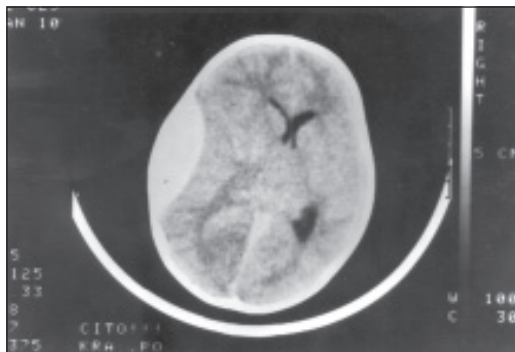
Компьютерная томограмма головного мозга. Эпидуральная гематома
